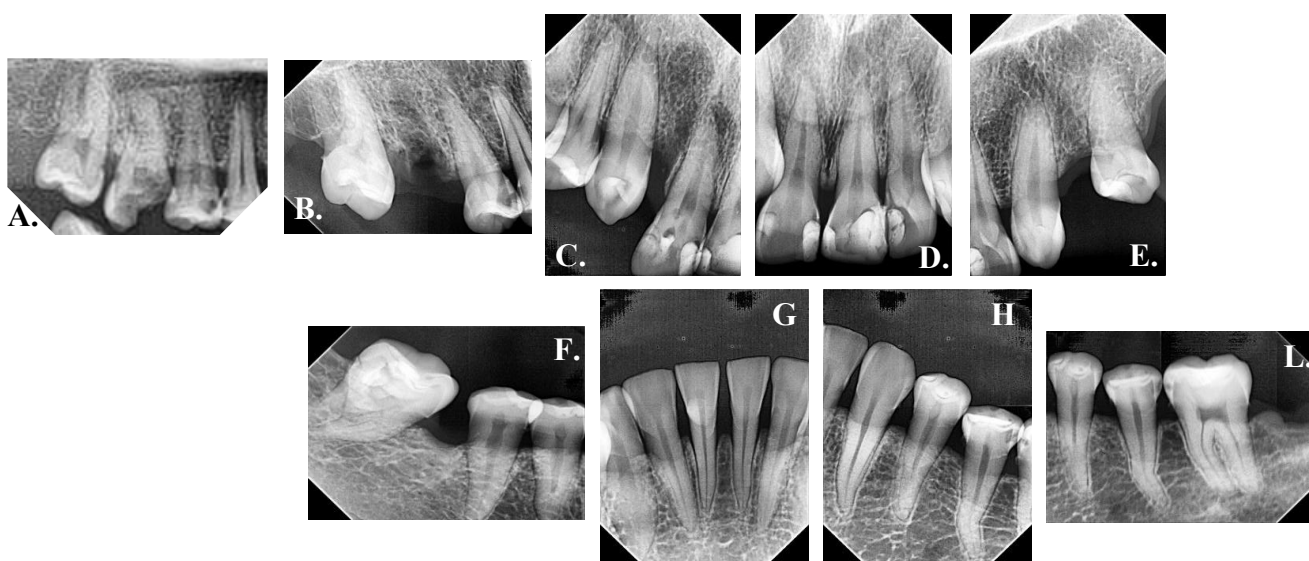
Serie de radiografías periapicales. A. vista de sextante 1, caries con comunicación pulpar en pieza #16, y caries proximal en #15 y #14. B. Vista de sextante 1 postextracción de pieza #16. C. Vista de premolar #14, canino con caries, ausencia de lateral y pieza 11 con zona radiolúcida en periapical y presencia de caries. D. Vista de sextante 2, restauraciones con infiltración en incisivos. E. Vista de sextante 3, ausencia de la pieza #24, restauración en mesial de la pieza #25. F. Vista de sextante 6, restauración con infiltración en pieza #47, ausencia de #46. G. Vista de sextante 5 pérdida ósea >4mm, restauración en pieza #41. H. Vista media del sextante 4, pérdida ósea >4mm, caries interproximal en #34 y #35. I. Vista media del sextante 4, caries interproximal en #36.
